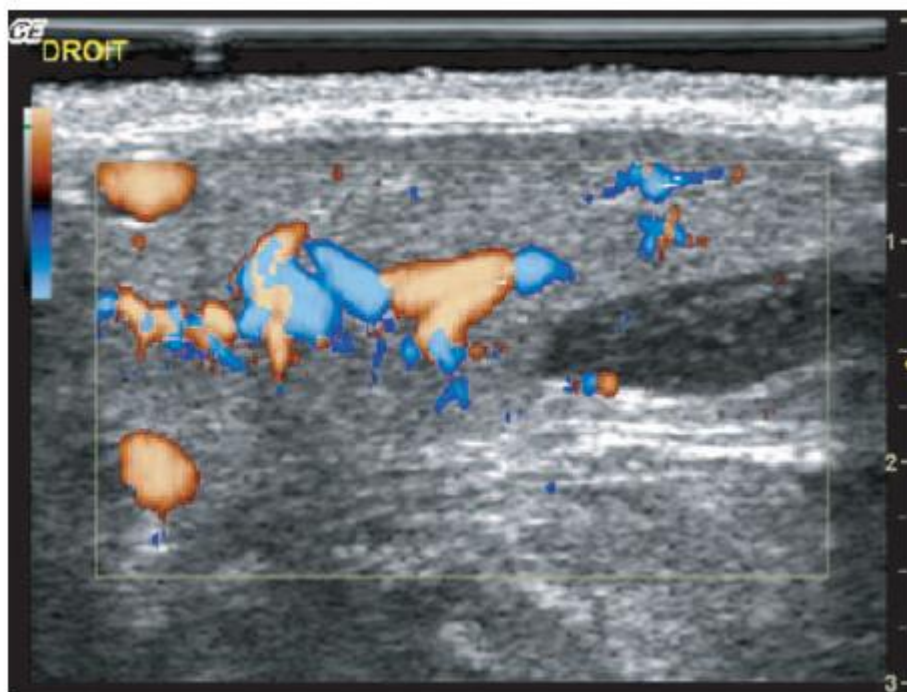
Échodoppler normale de la glande submandibulaire
